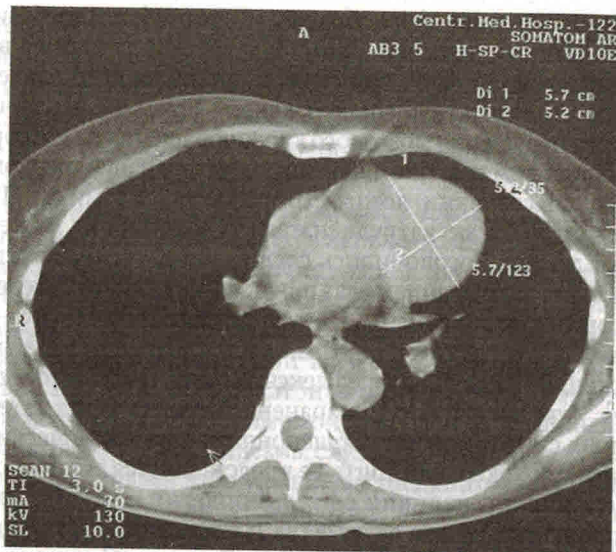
Компьютерная томография средостения. В переднесреднем средостении слева определяется патологическое объемное образование с чётким контуром размера-ми 5,5×5,0 см, плотно прилежащее к сердечной сумке
